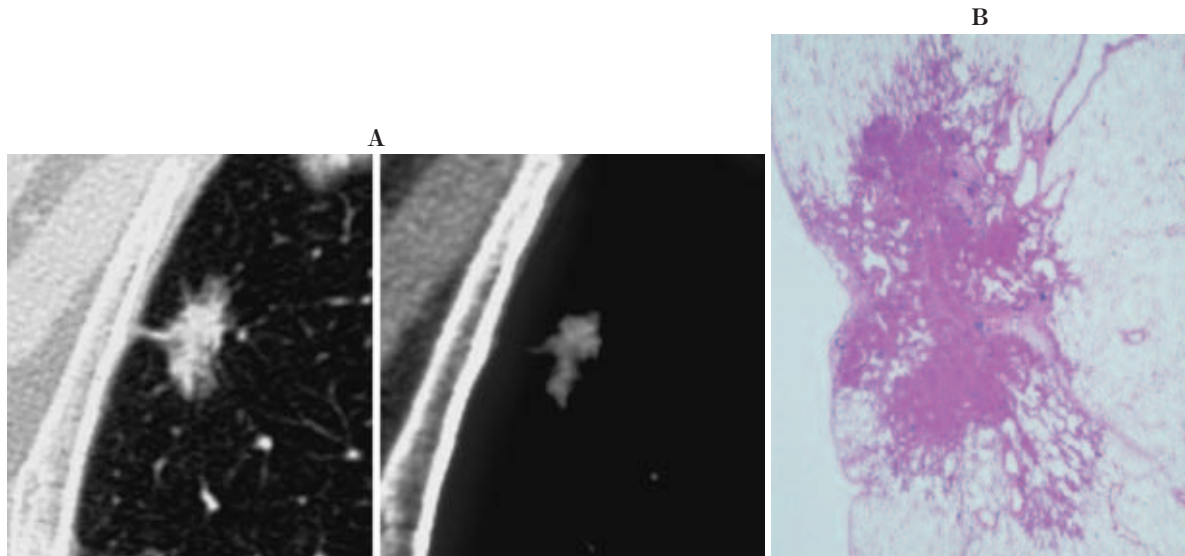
The percentage of the length on TS-CT images: TDR=29 %
